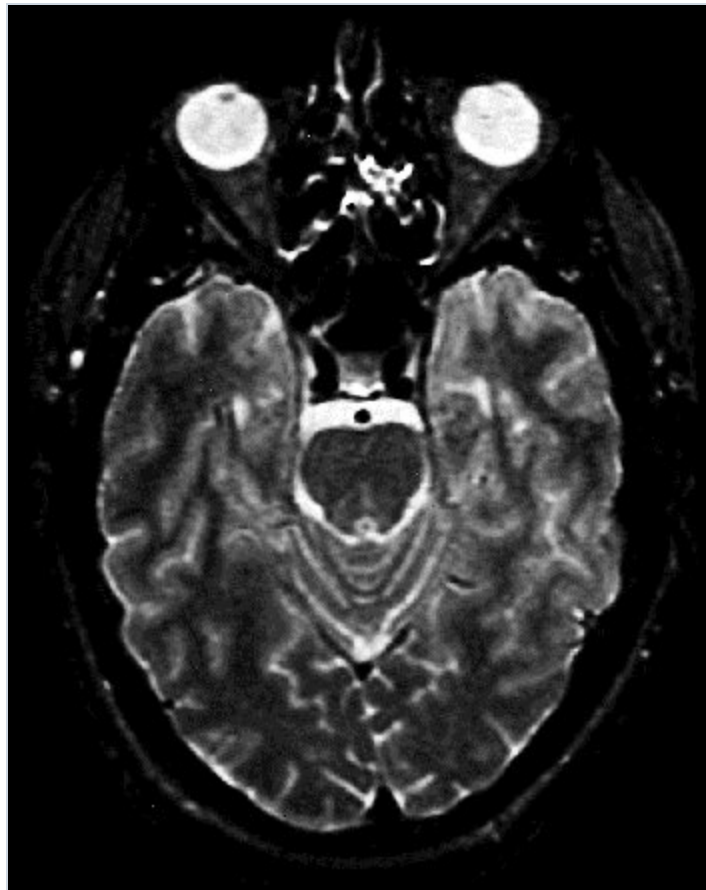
Lesión traumática leve a moderada: IRM y TEP (a) Imagen de resonancia magnética de un hombre de 25 años de edad con traumatismo cerebral leve a moderado e irritabilidad, labilidad en el afecto, agresividad y episodios de descontrol ocasionales residuales. Al inicio parece normal, pero en un escrutinio más detallado se observa borramiento de la unión entre sustancia blanca y gris en el lóbulo temporal izquierdo. (b) Tomografía de emisión de positrones que confirma disminución del metabolismo en el lóbulo temporal izquierdo.
